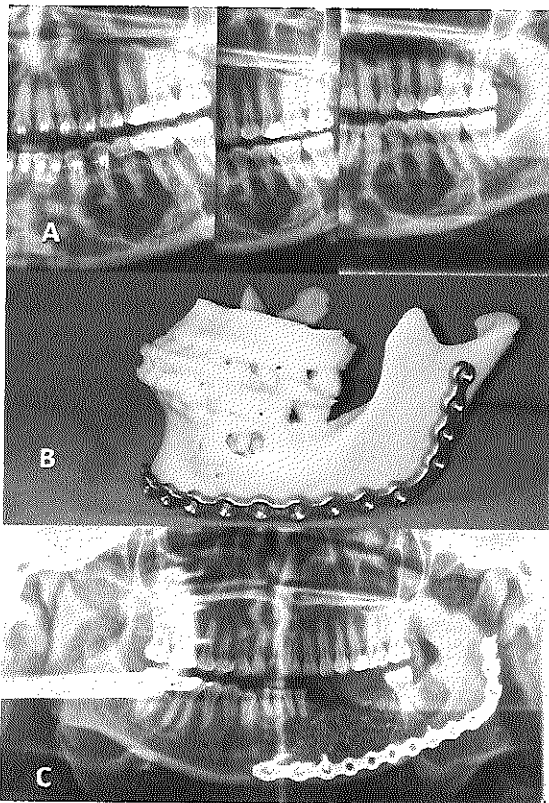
A: ortopantomografía comparativa inicial, al mes y a las seis semanas de infiltración con triamcinolona. B: estero litografía para adaptación de placa de reconstrucción. C: control imagenológico inmediato post resección y reconstrucción con injerto libre de cresta iliaca anterior y colocación de placa de reconstrucción.
